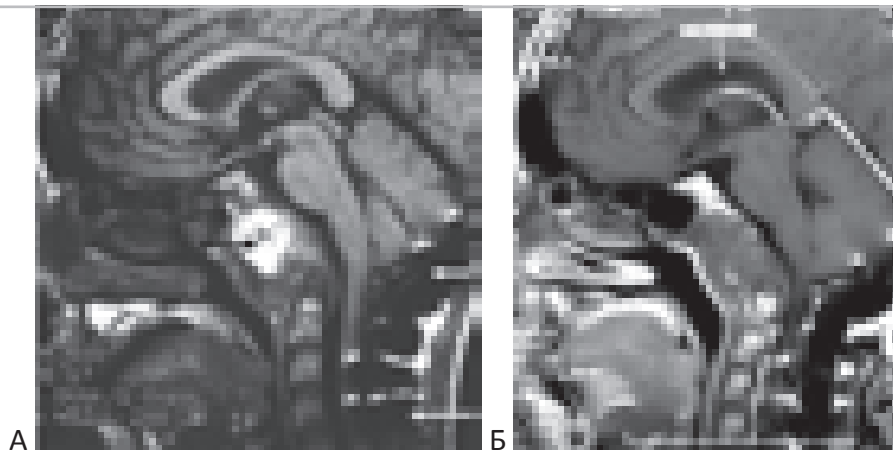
МРТ после операции – окципитоспондилодез с одновременным трансназальным и трансоральным удалением хордомы. Больная Ч. 16 лет. “А” – МРТ (T1-взвешенные) на 21 сутки после хирургического лечения. Яркий сигнал в области операции – гемостатический материал, пропитанный кровью (чёрная стрелка). Подозрение на остатки опухоли. Артефакты от стабилизирующей металлоконструкции в шейно-затылочной области (белые стрелки). “Б” – МРТ (T1-взвешенные) с контрастом 1,5 года после операции и через 1 год после стереотаксической радиотерапии. Размеры остатков опухоли не увеличились. Накопление контраста в остатках опухоли не интенсивное.
